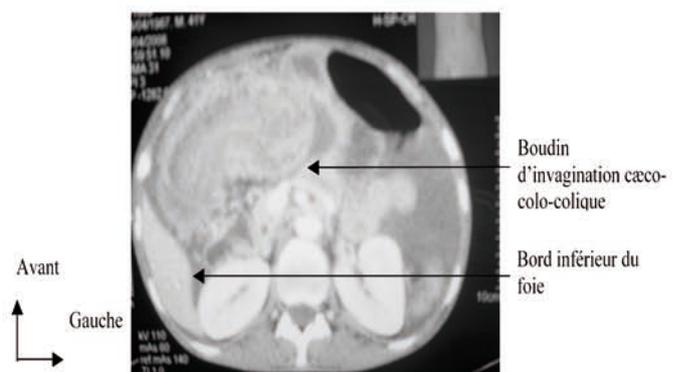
TDM d'une invagination cæco-colo-colique de l'angle colique droit (Auteur de la photo : Dr Cherif Aïdara, radiologue)
